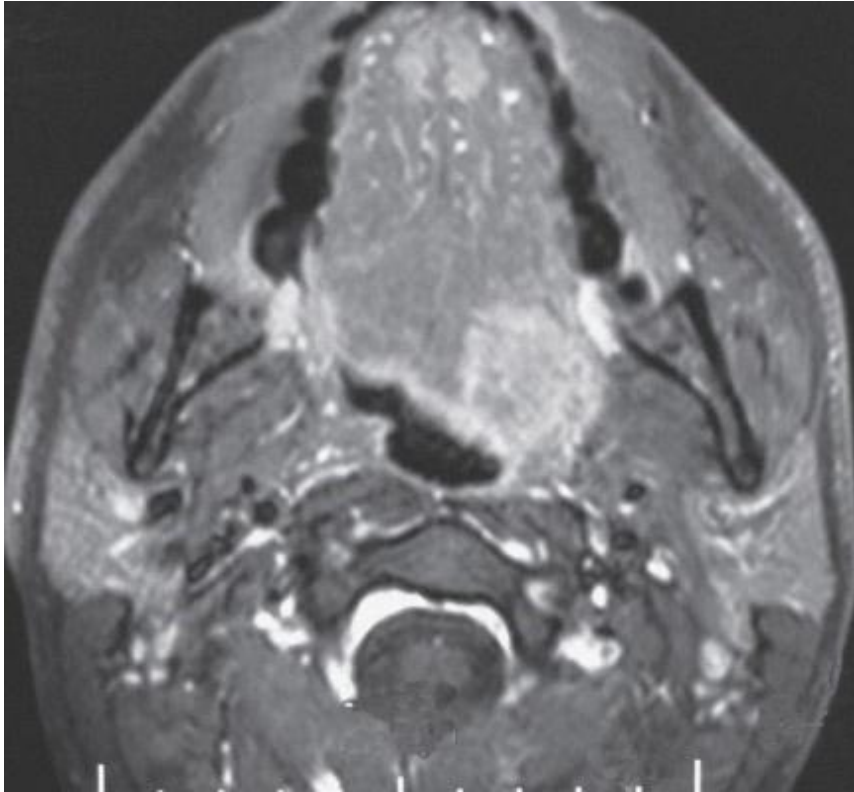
IRM en coupe axiale, séquence T1 avec injection de gadolinium :
